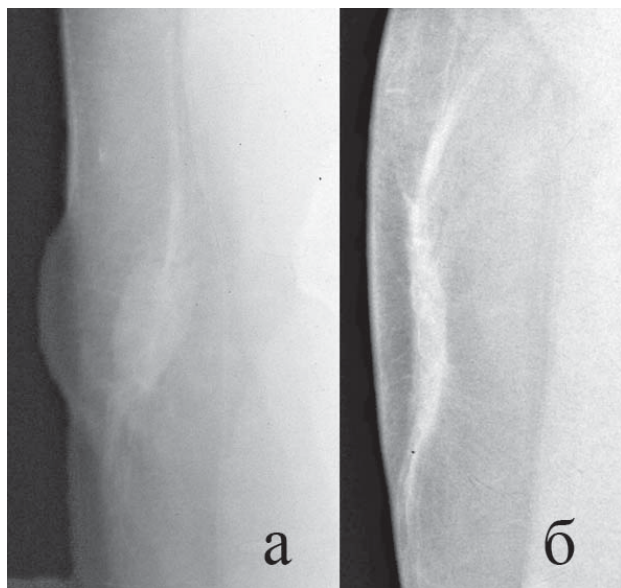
Безэкранные рентгенограммы. Организующееся кровоизлияние в мягких тканях голени:
